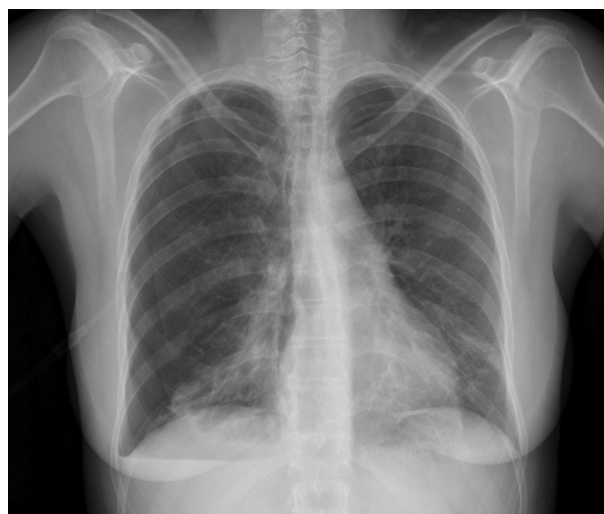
Radiografía de tórax anteroposterior, realizada en urgencias, donde se visualiza neumotórax derecho.
